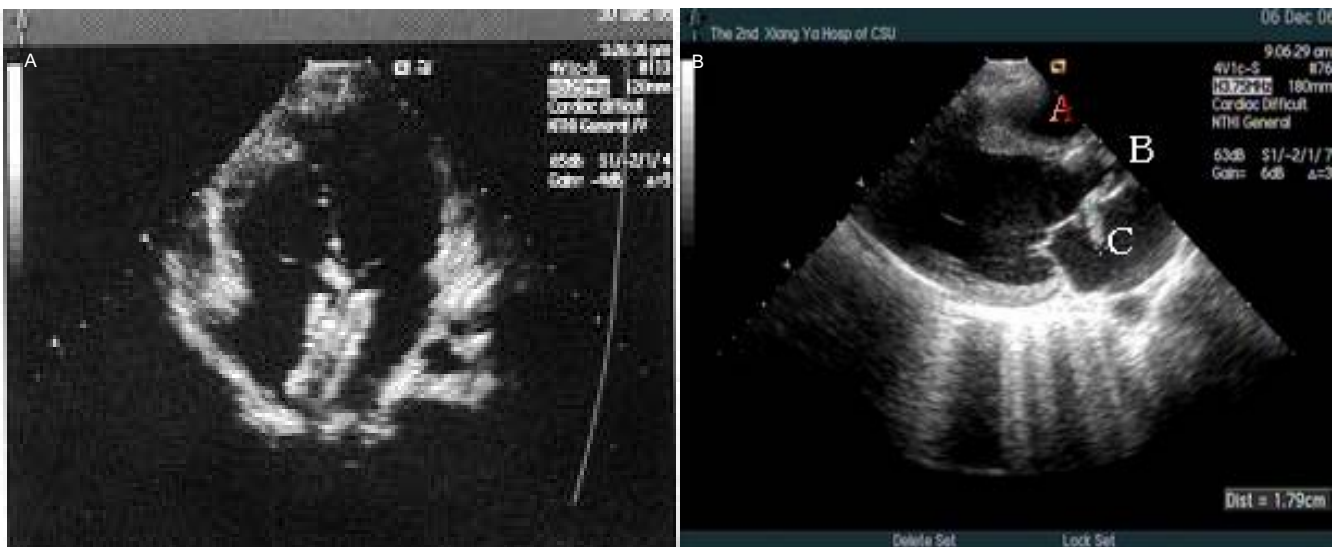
心脏多普勒超声显示房间隔缺损置入封堵器后封堵器与缺损匹配良好
